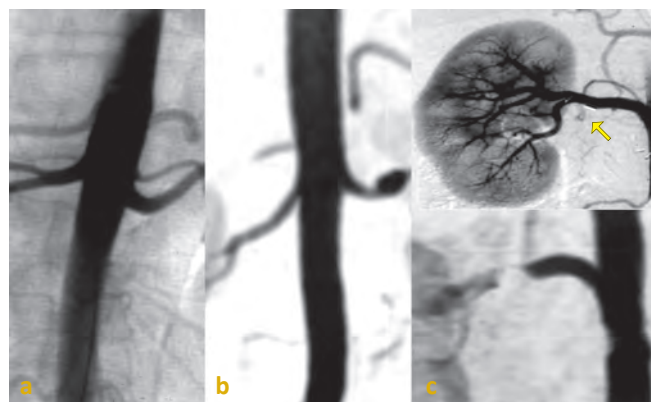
b-c DSA (a) e Angio-RM (b-c)
